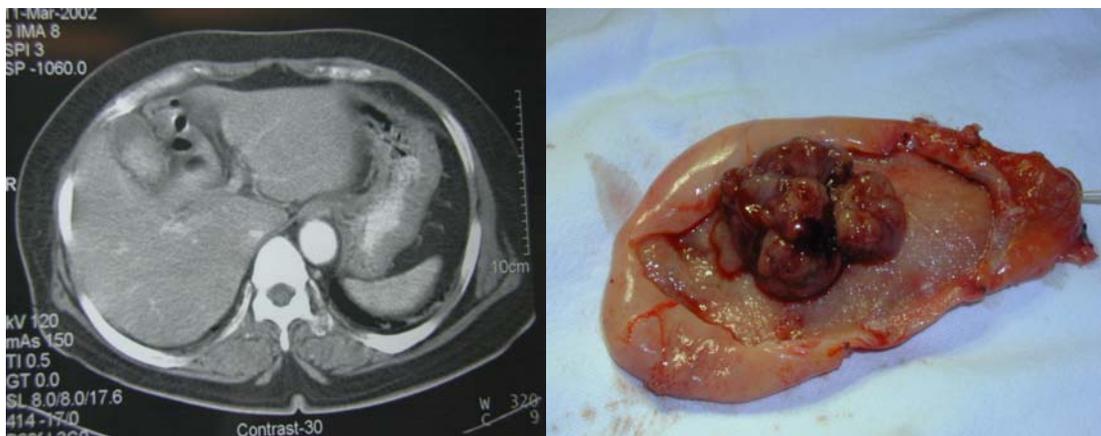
Abdominal computer tomography and gross findings of adenomatous polyp in gallbladder.
